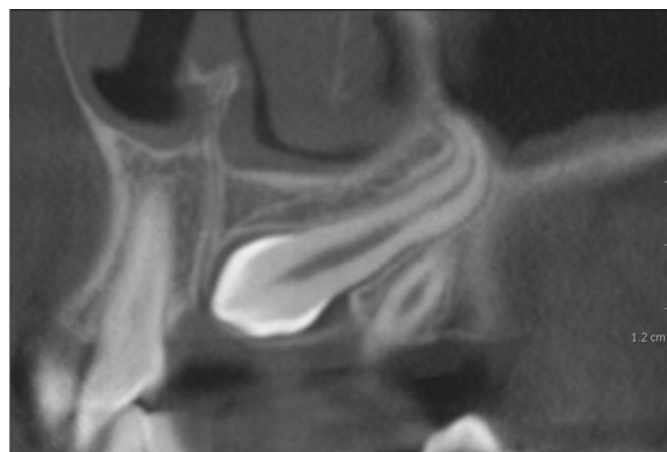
КТ-визуализация ретинированного зуба 23: дилацерация апикальной трети корня
